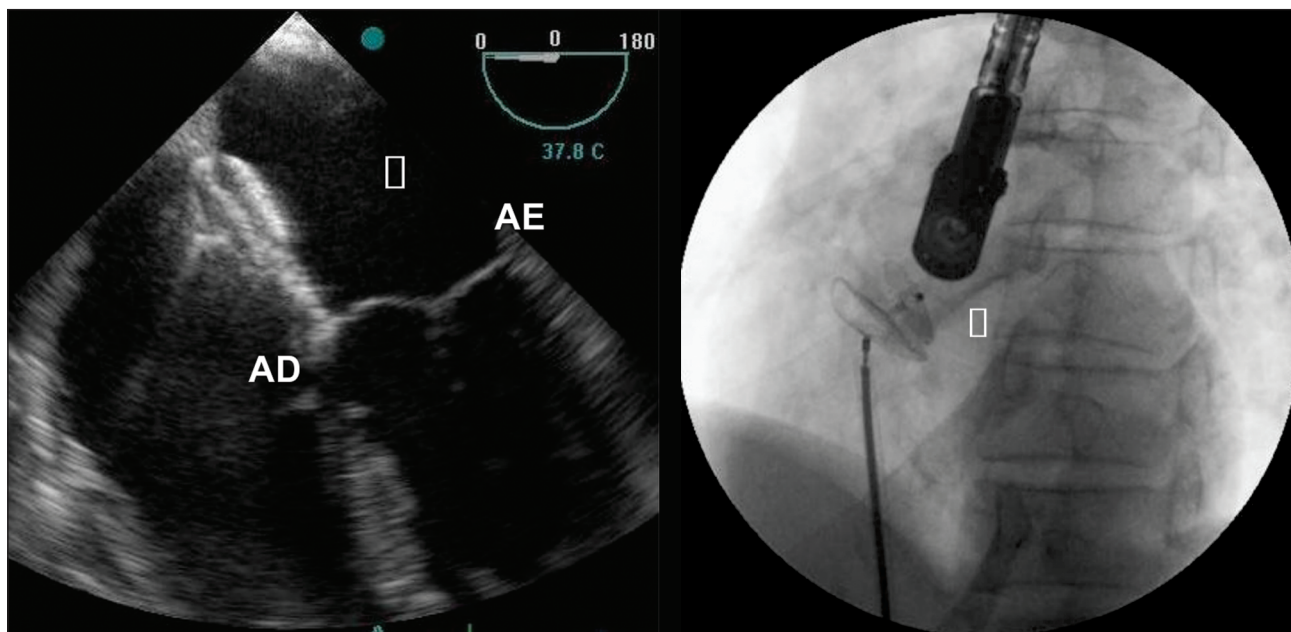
A: ecocardiograma transesofágico mostrando a prótese de Amplatzer ocluindo forame oval patente; B: fluoroscopia mostrando a prótese de Amplatzer no forame oval patente antes de ser liberada. As setas mostram a prótese de Amplatzer.
